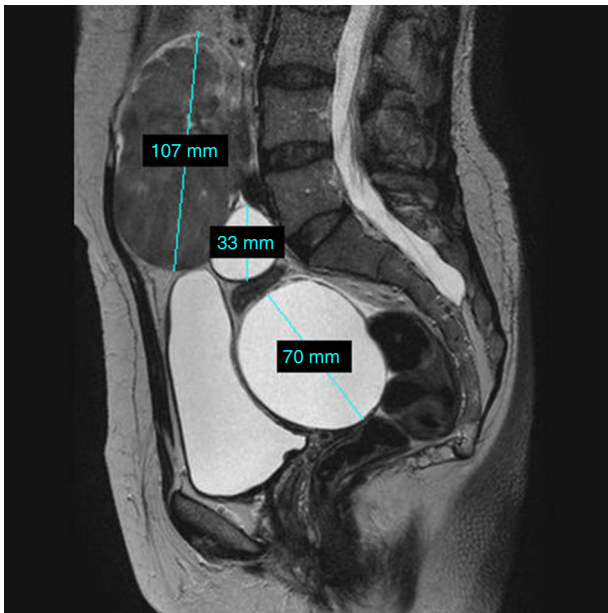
RMN; tumor sólido, masas quísticas y ausencia de útero.
